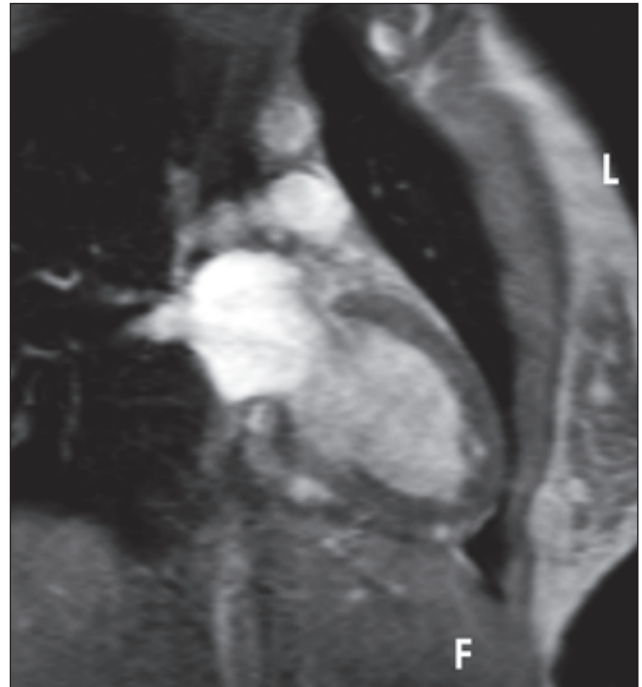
МРТ-изображение сердца пациента с подтвержденным диагнозом некомпактного миокарда
